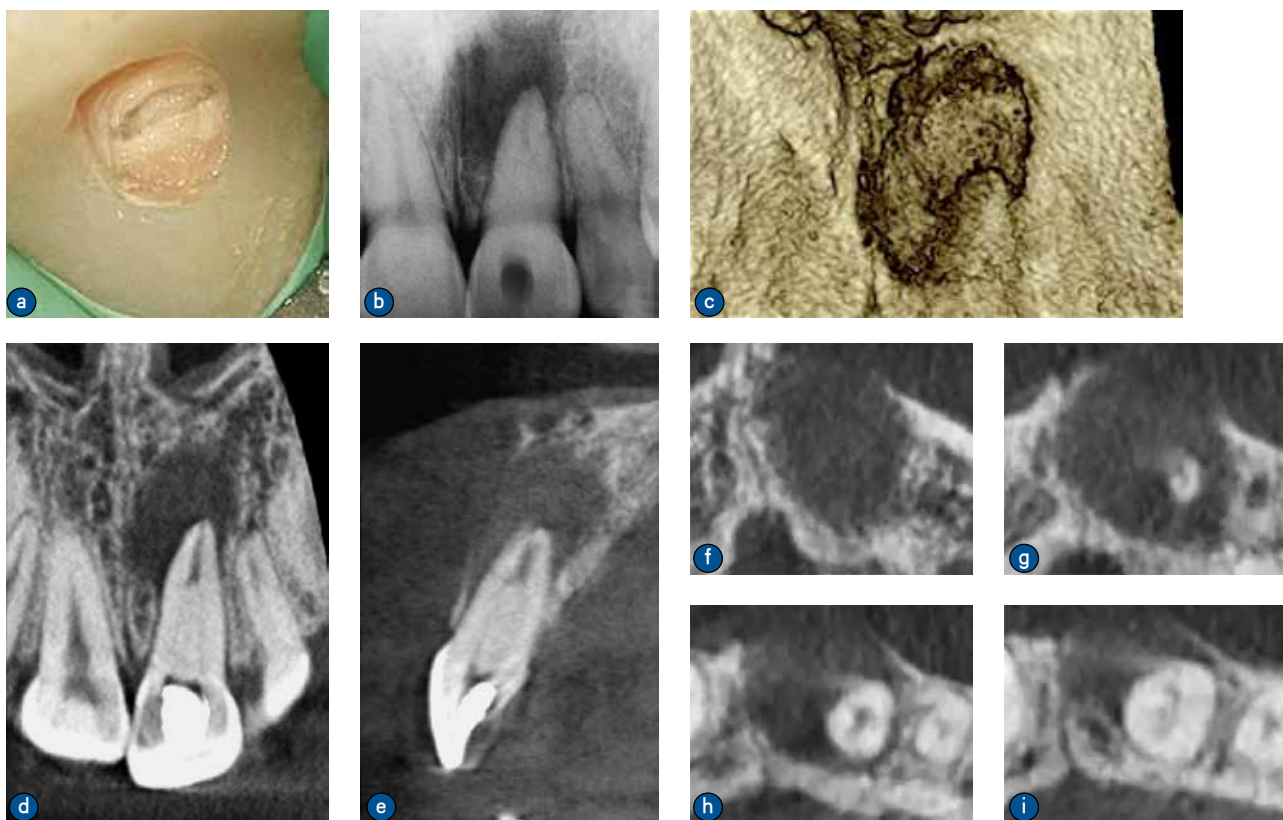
a. 上颌左侧中切牙去除暂时充填物后的腭侧观; b. 治疗前根尖放射线片; c. CBCT 根尖冠状位影像(显示上颌左侧中切牙根尖部分及根尖病变范围); d. 冠状位显示内陷; e. 矢状位显示病变范围; f~i. 轴位图像显示病变范围
